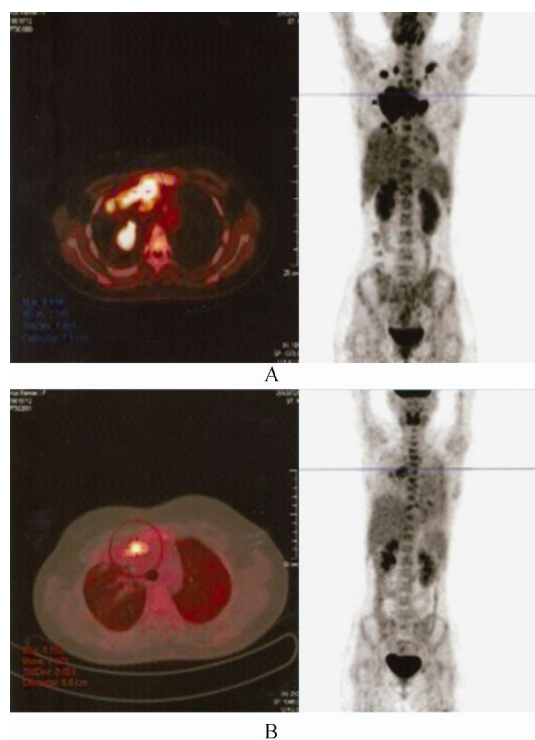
病例3 Brentuximab vedotin治疗前后PET/CT纵隔淋巴结变化情况
